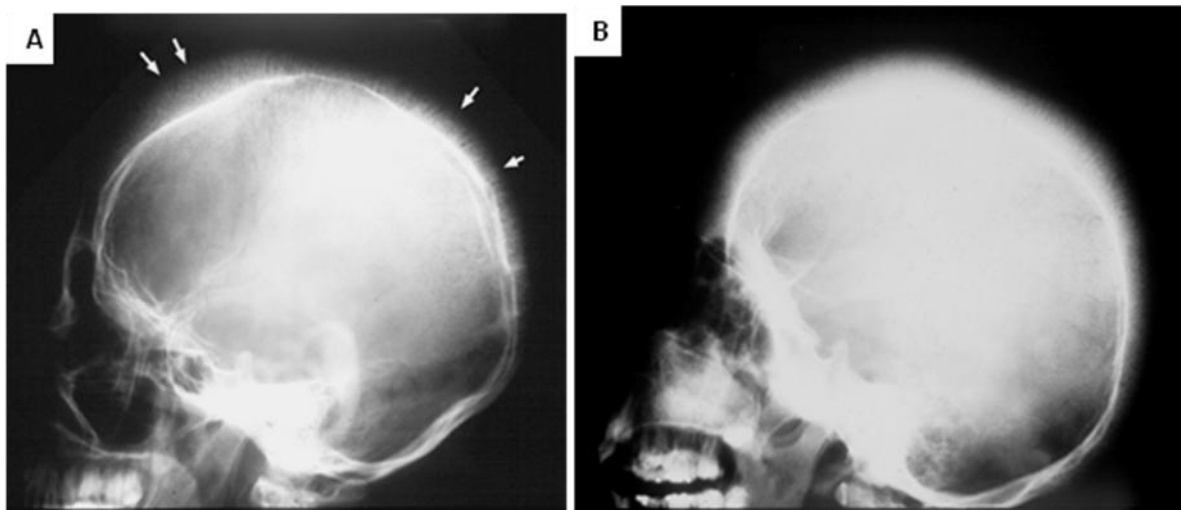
79. Radiografías laterales de cráneo, hay extensiones radiantes delgadas y lineales desde la tabla externa que dan la apariencia de pelo, se deben a trabéculas acentuadas extendiéndose perpendicularmente entre ambas tablas (flechas) en un espacio diploico aumentado. A. Anemia de células falciformes. B. Talasemia.
